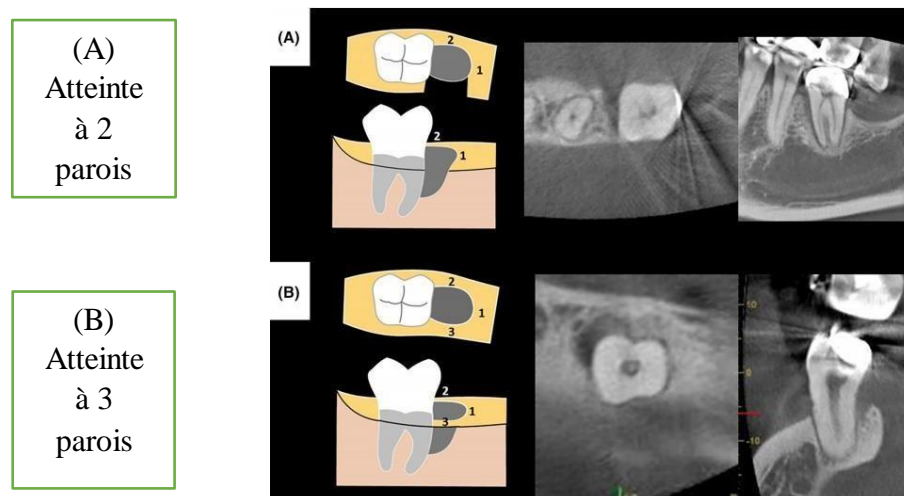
Images de tomographie volumique à faisceau conique illustrant des défauts osseux verticaux complexes. (Jacobs, 2024)
